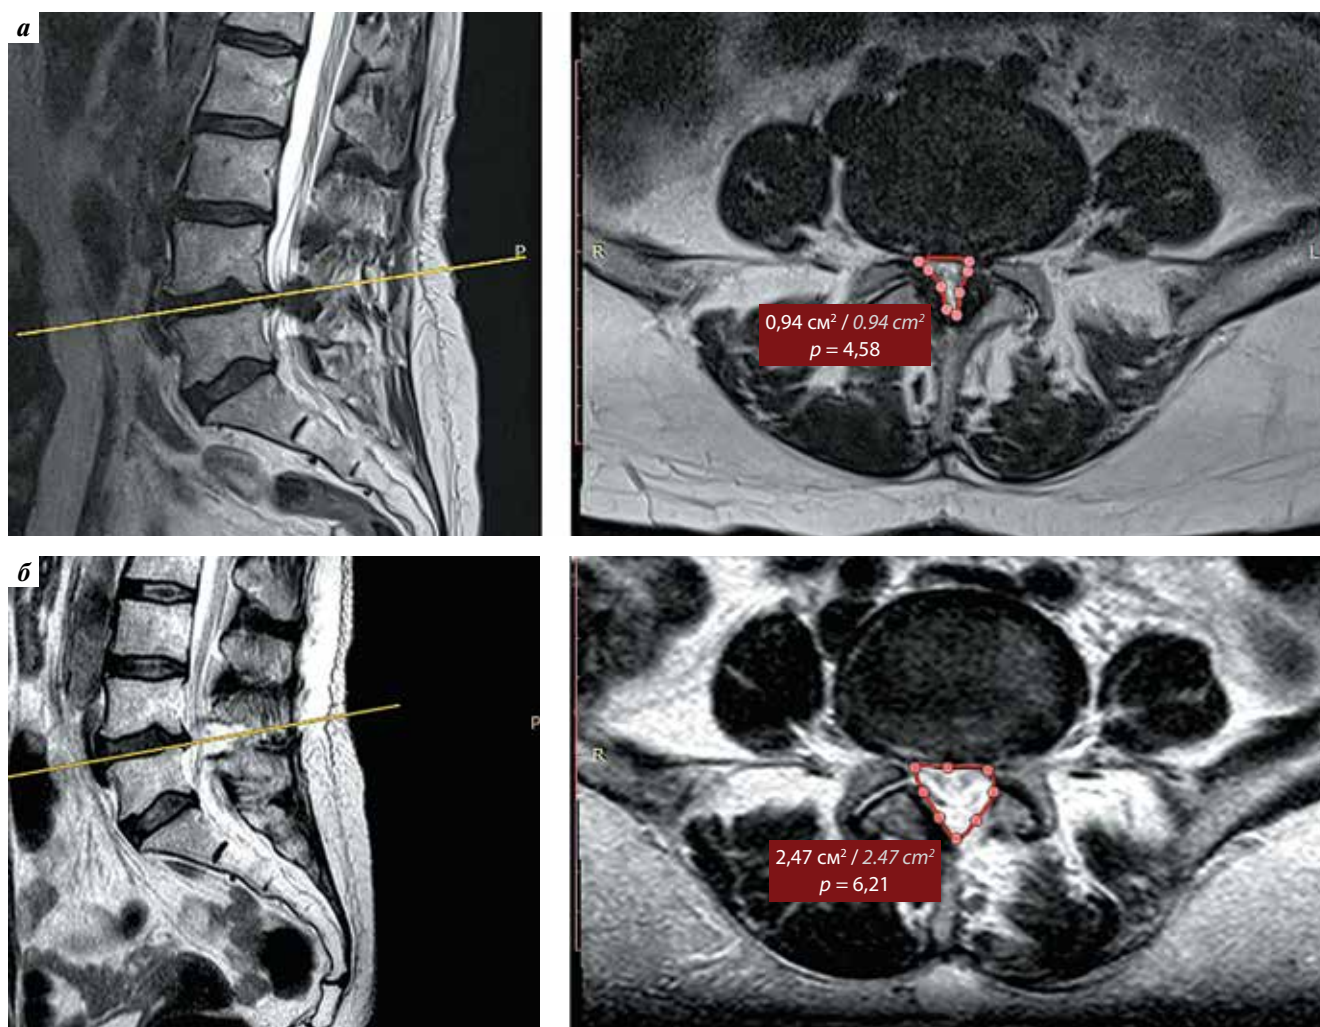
Динамика площади поперечного сечения (ППС) позвоночного канала по данным магнитно-резонансной томографии: а — до операции: ППС = 0,94 см²; б — на 1-е сутки после эндоскопической декомпрессии: ППС = 2,47 см²
